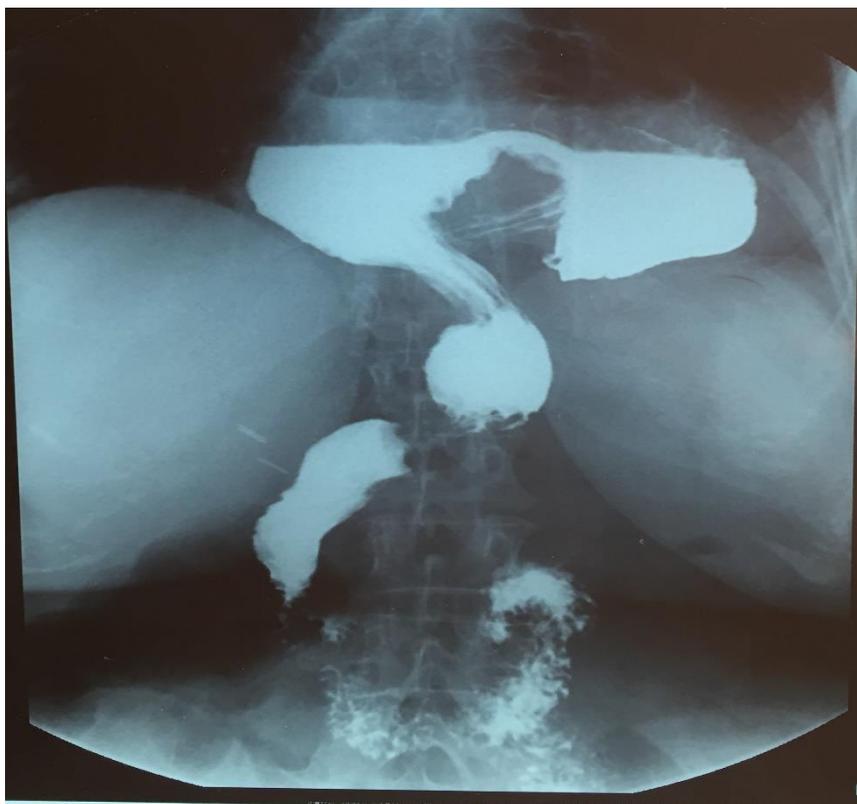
Результаты рентгенконтрастного исследования у пациентки с субтотальной ГПОД.
